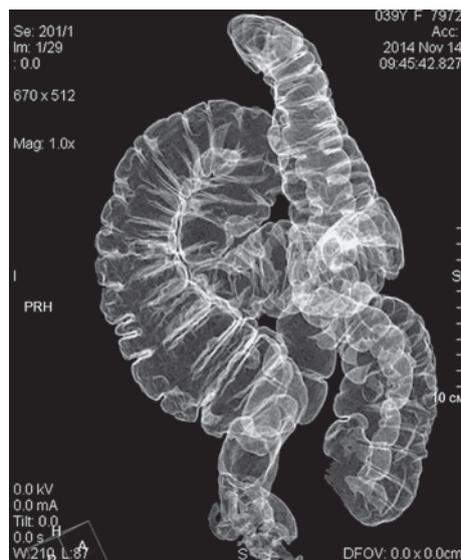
3D-КТ-изображение толстой кишки пациентки с левосторонним долихоколон и сигмоцеле, аксиальная проекция.
